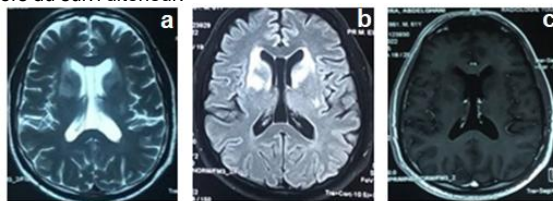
IRM cérébrale: hypersignal T2 et FLAIR (a,b) au niveau des striatums, pallidums et bras antérieurs des capsules internes, sans prise de contraste après injection de Gadolinium.
